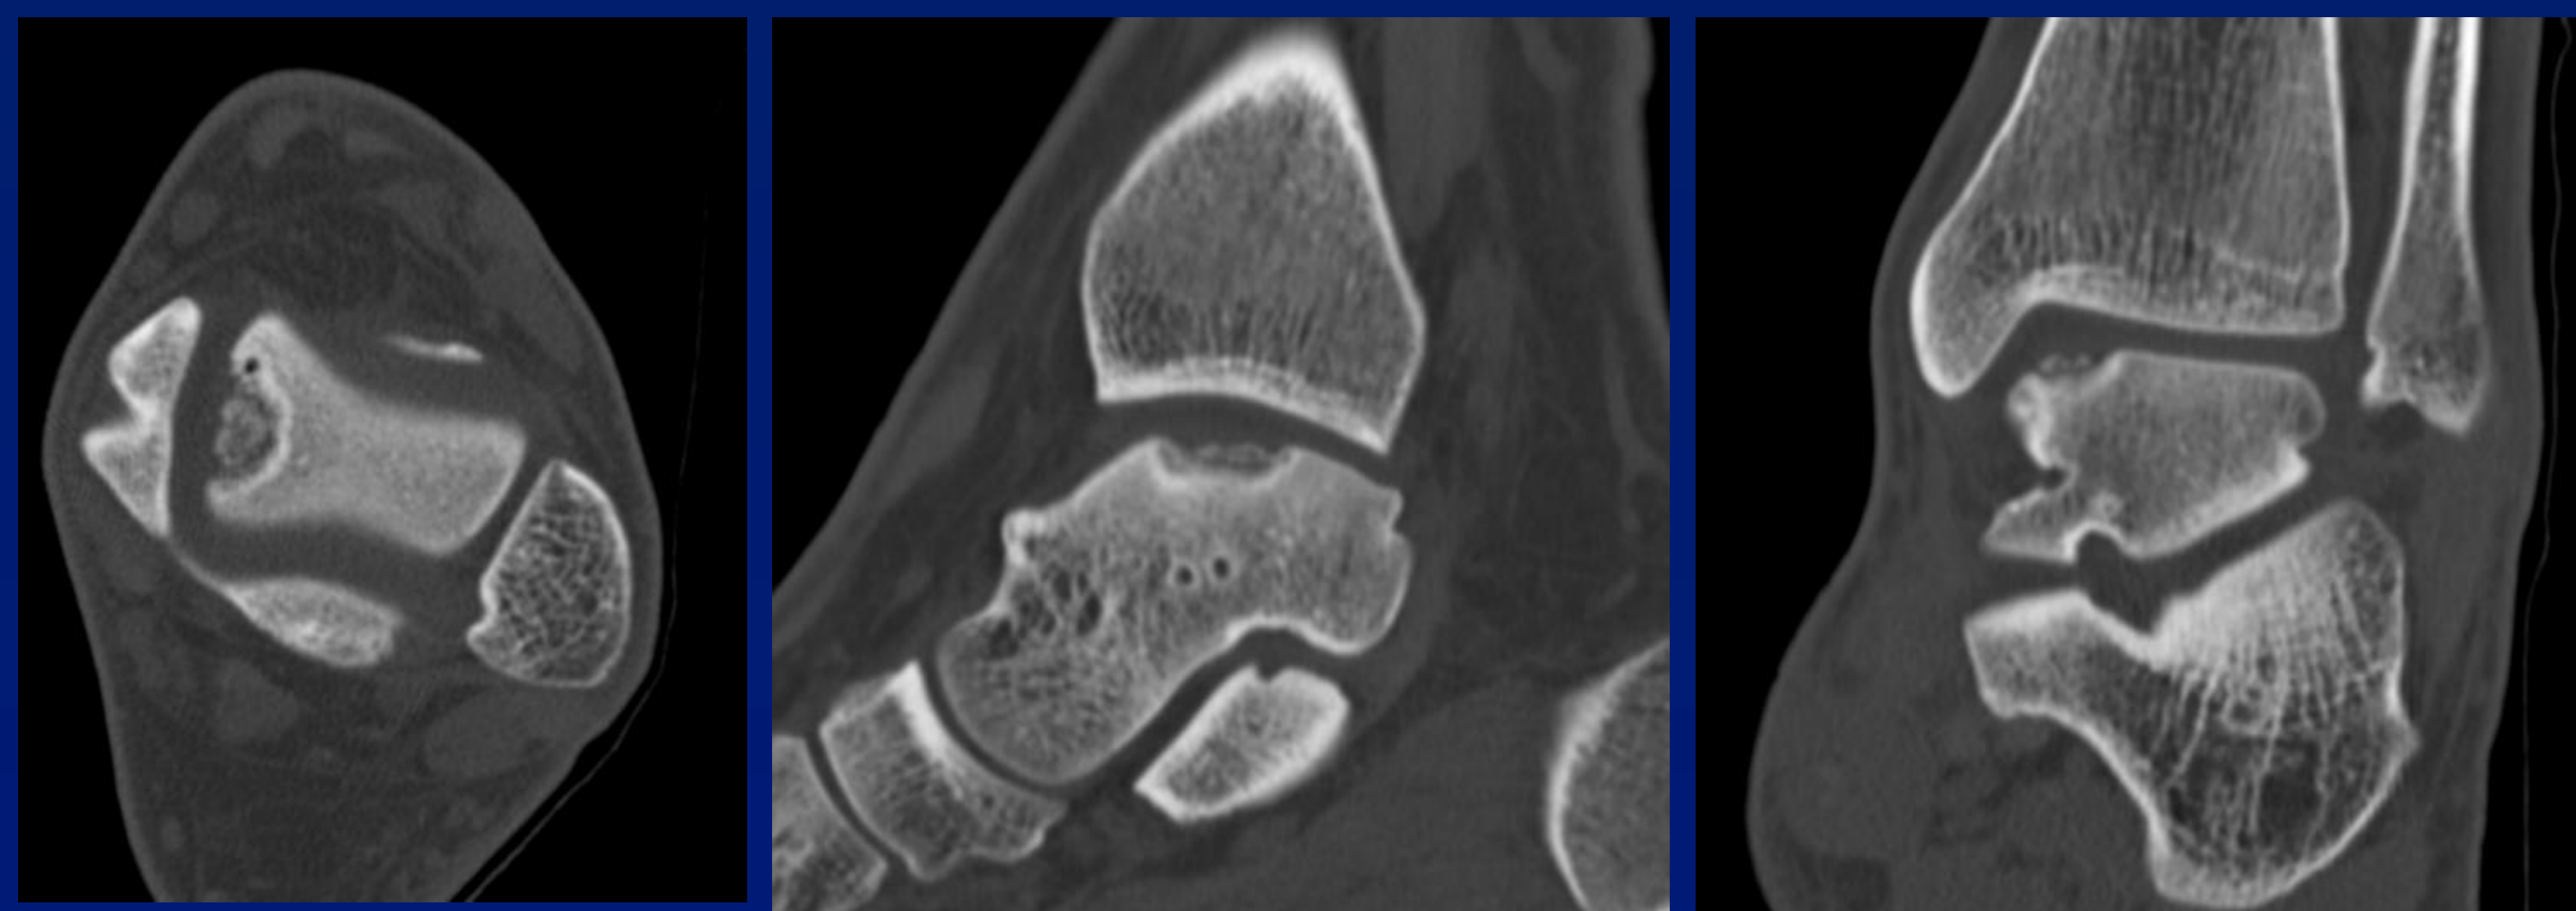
Computertomographie bei ODT ICRS III links
